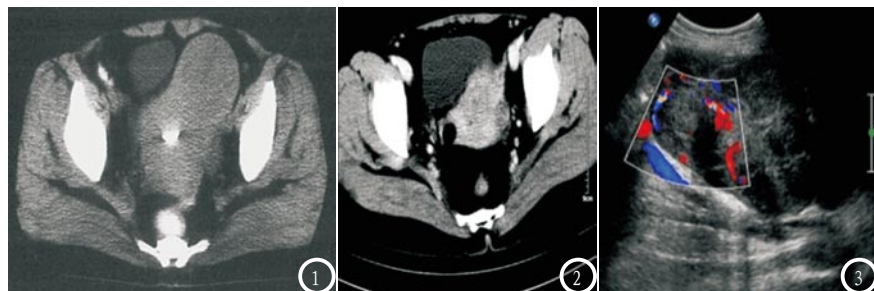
为CT平扫显示子宫底偏左侧稍低密度团块；图2 CT增强检查病变较均匀明显强化；图3 为B超检查、病变呈低回声，回声欠均匀。
